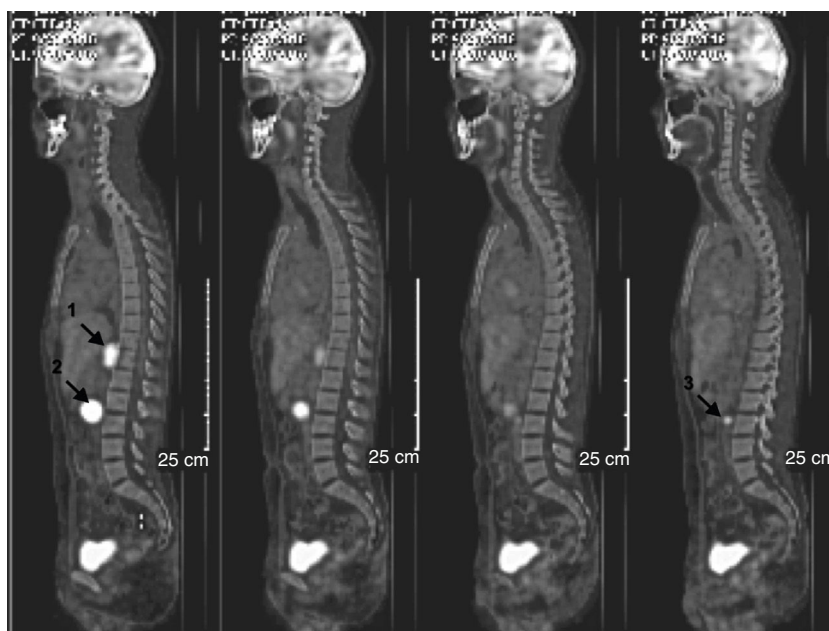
PET-CT Total Body. Evidencia tres masas de comportamiento maligno (flechas). 1) Masa retrocrural derecha (SUV máx 19,2). 2) Masa retroperitoneal debajo de la cabeza del páncreas (SUV máx 31,5). 3) Foco patológico retroperitoneal (SUV máx 7,9, de 8,3 mm) en espacio paraórtico izquierdo.
